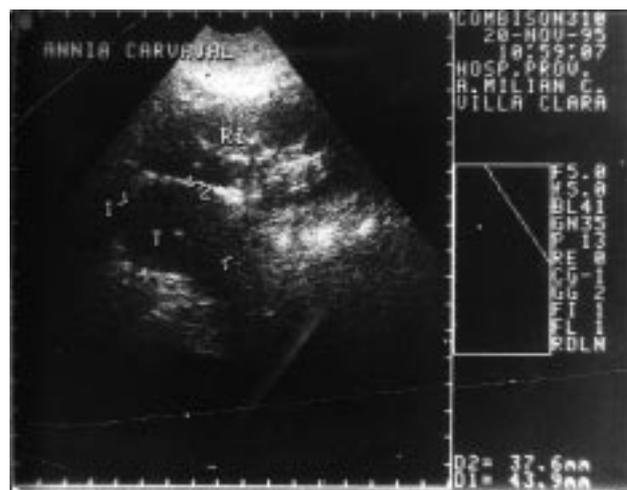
Ecografía diagnóstica compatible con imagen ecogénica que mide 43,9 × 37,6 mm a nivel de la glándula suprarrenal izquierda de aspecto tumoral.
